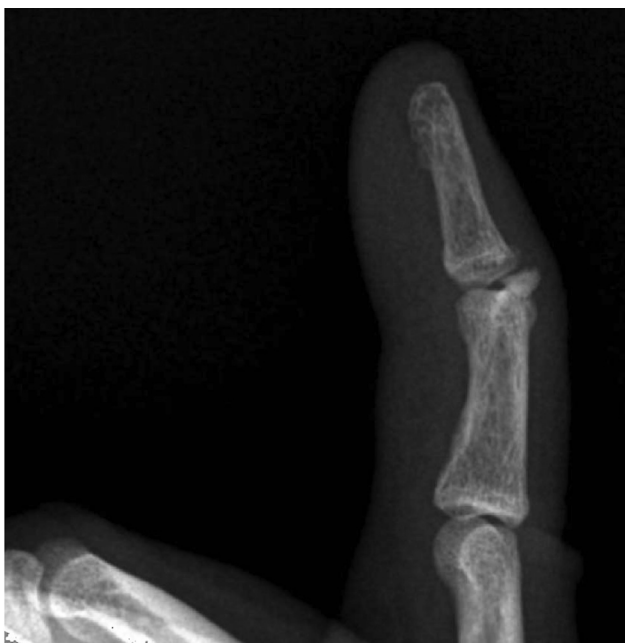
Рентгенограмма пациента Н., до оперативного вмешательства
